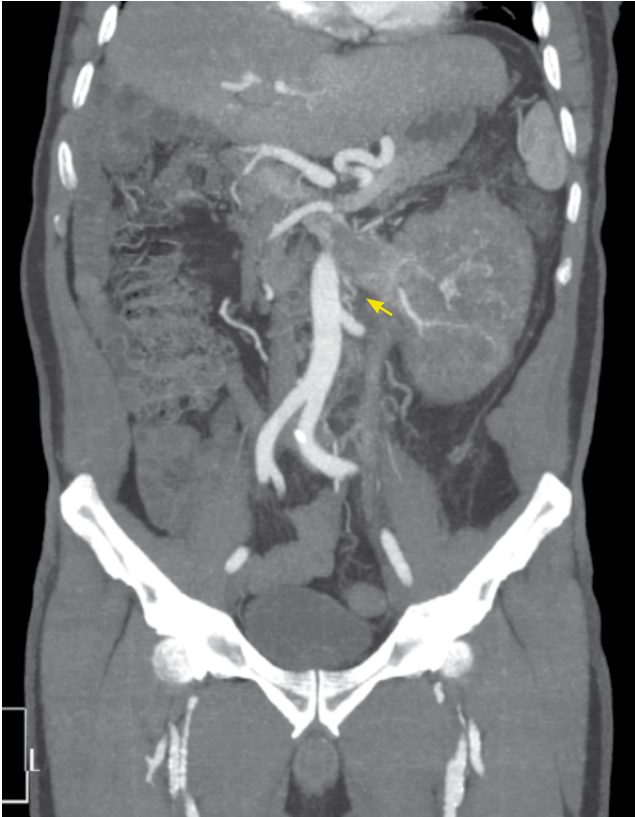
Tomografía axial computarizada, corte coronal.
